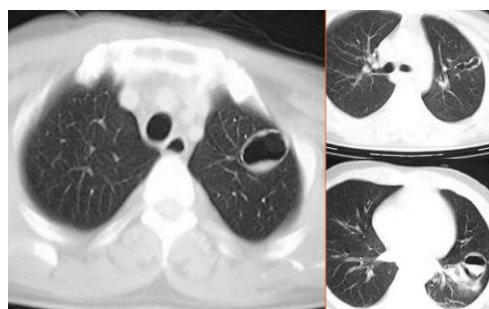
与图 13 同一患者。左肺挫裂伤、液气胸，合并肝脾出血、左上肢离断伤及休克入院急诊手术，术后 5 天首次胸部 CT 检查，示左肺 MTPPC 分别呈银镯征、花生壳征及进水皮球征
